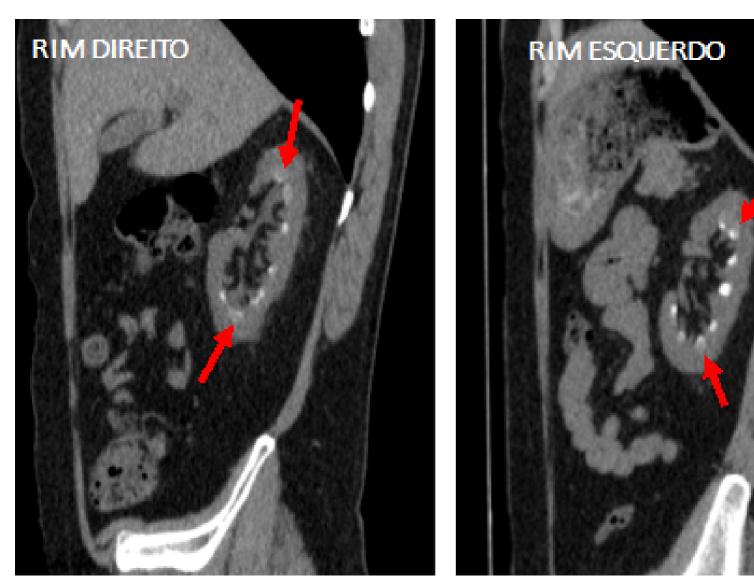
TC de abdome total sem contraste, plano sagital, evidenciando-se várias imagens hiperdensas, com densidade cálcica, moldando a medular renal bilateralmente (setas vermelhas).
